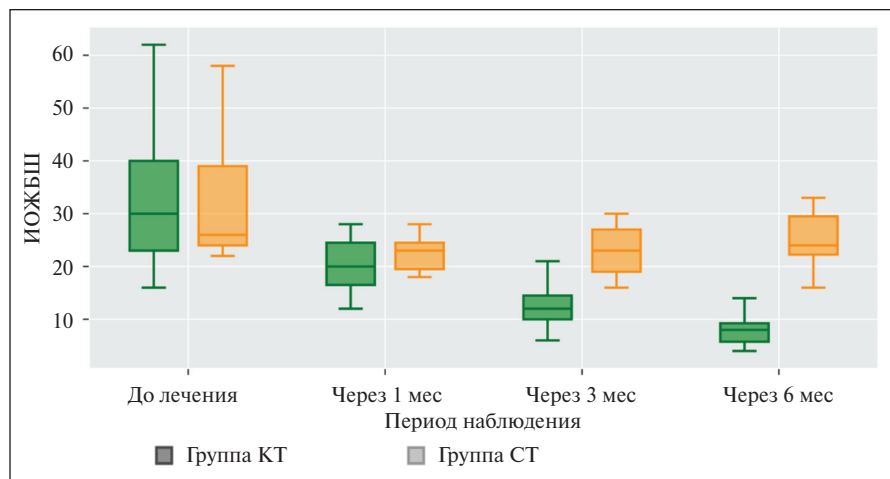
ИОЖБШ до лечения, через 1, 3 и 6 мес в группах КТ и СТ
